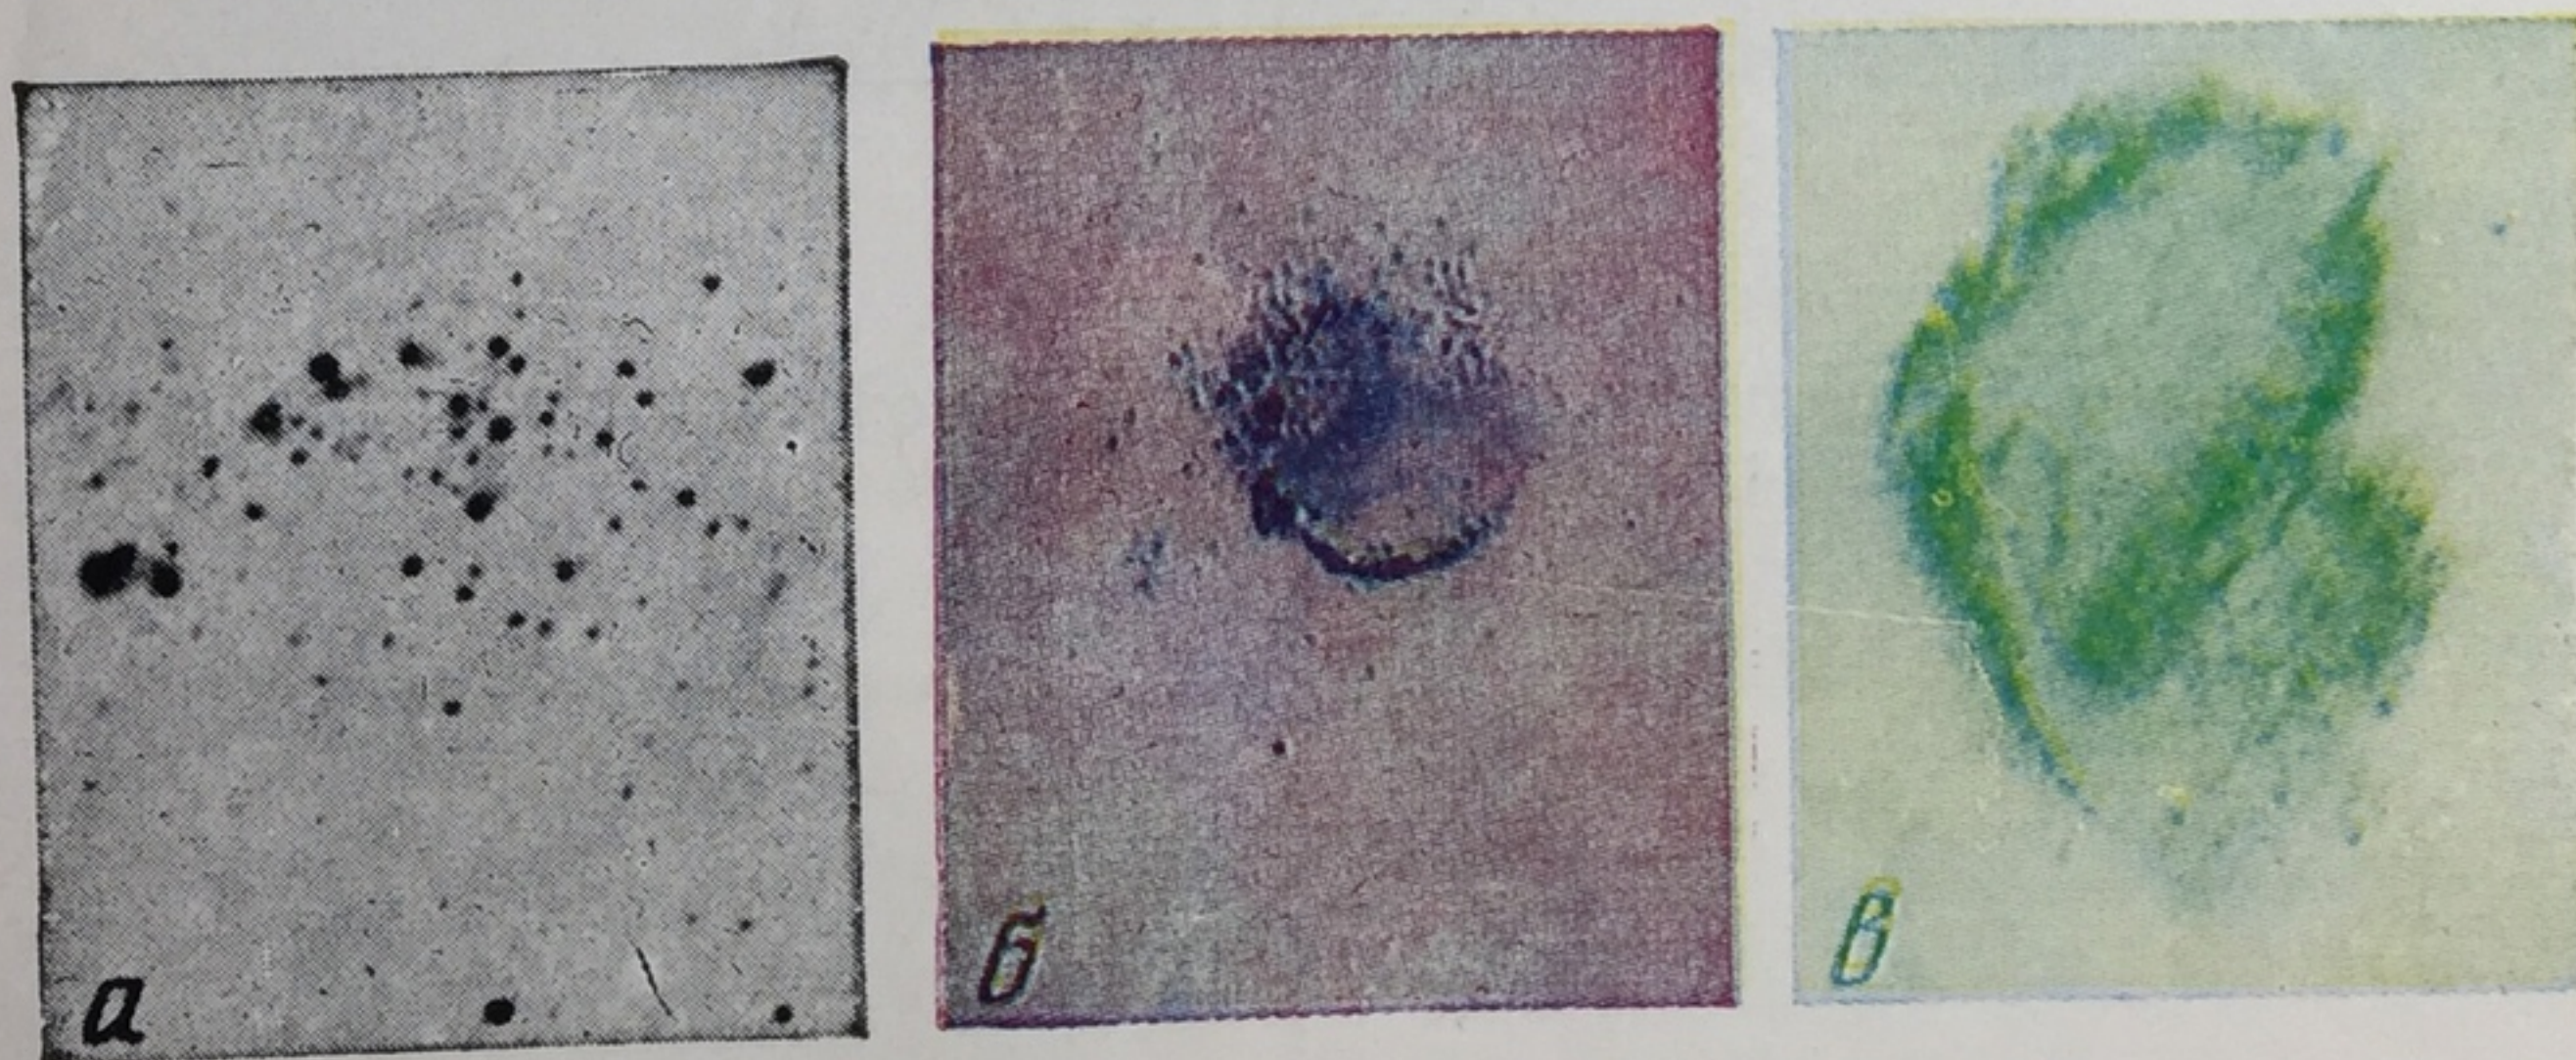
Цветные отпечатки металлов, полученные контактно-диффузионным методом.
